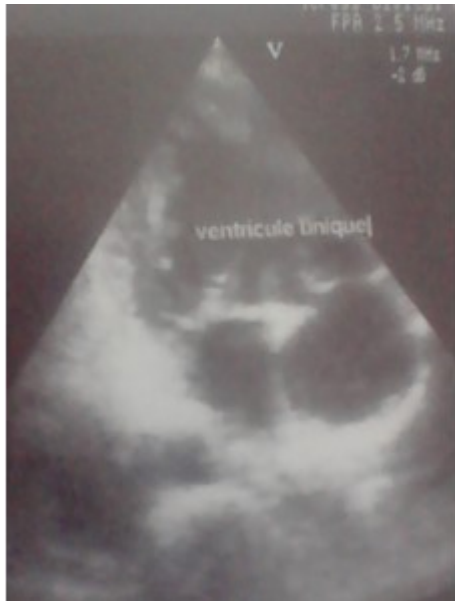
Echographie doppler cardiaque en coupe quatre cavités montrant un ventricule unique dans lequel s'abouche les oreillettes droite et gauche
